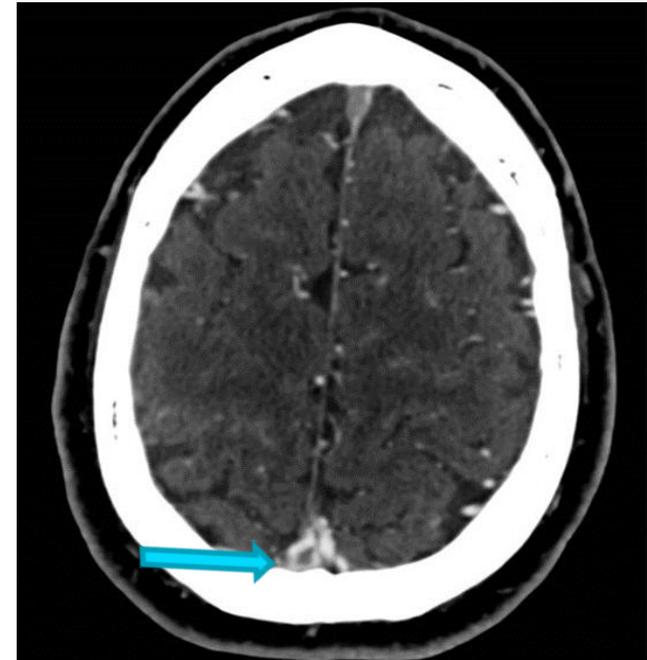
La imagen axial de TC con contraste endovenoso muestra el signo del delta vacío en el seno sagital superior.
